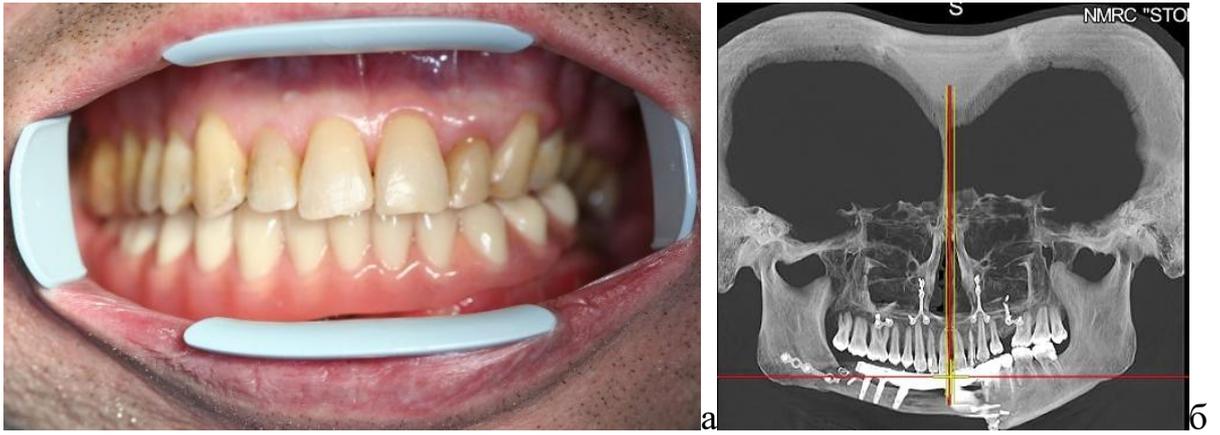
Готовая протезная конструкция зафиксирована в полости рта на дентальных имплантатах (а), КТ исследование пациента после проведенного ортопедического лечения (б)
